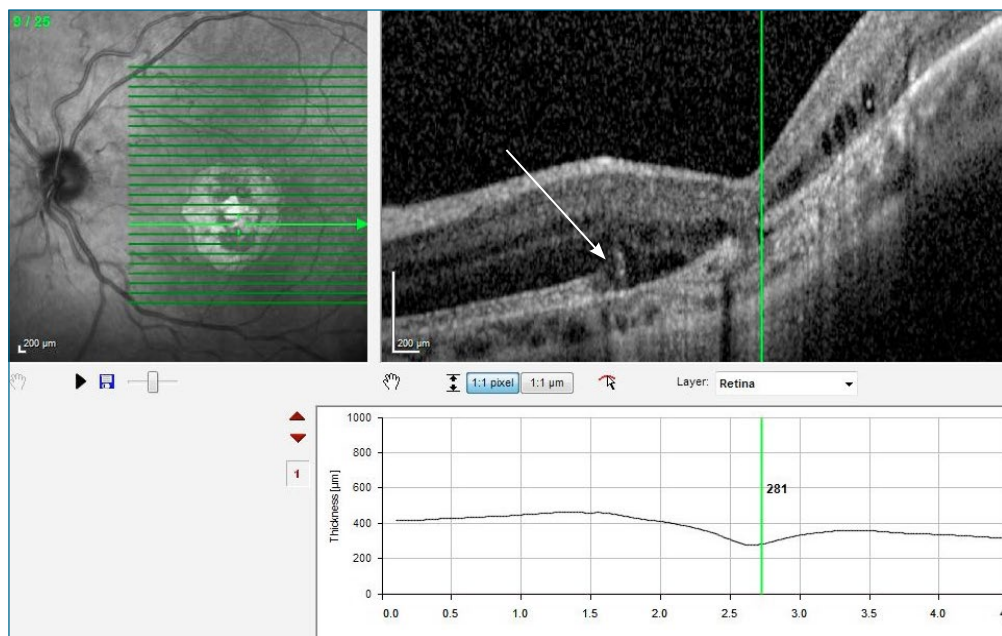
Tomografía de coherencia óptica de ojo izquierdo. A nivel de la mácula se aprecia atrofia de las capas externas (flecha) de la retina que muestran un espesor disminuido, correspondiente al coloboma macular.
